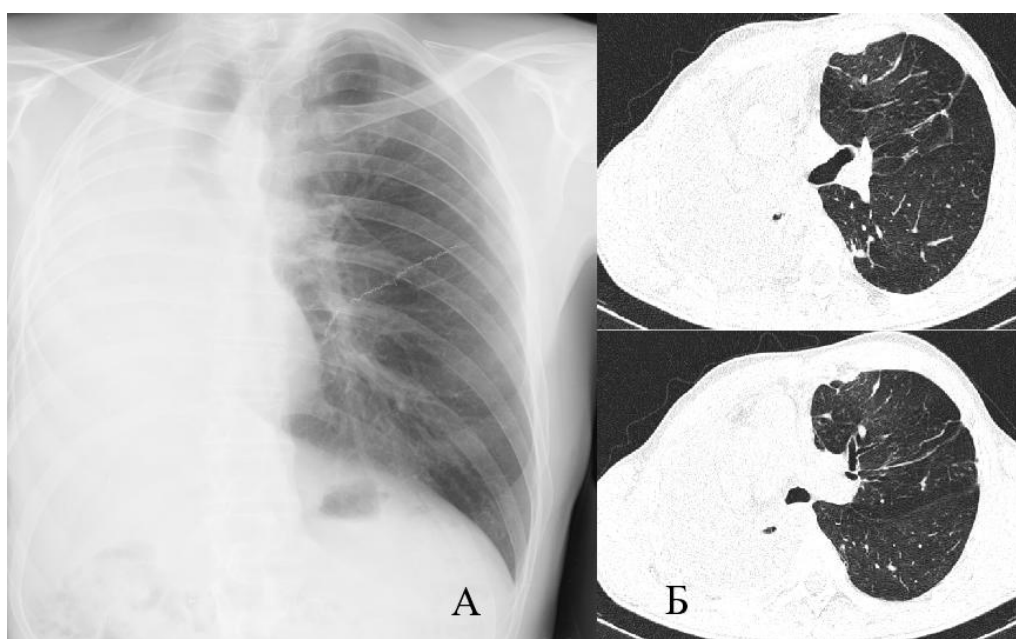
РГ (а) и КТ (Б) ОГК через 6 месяцев после хирургического лечения
